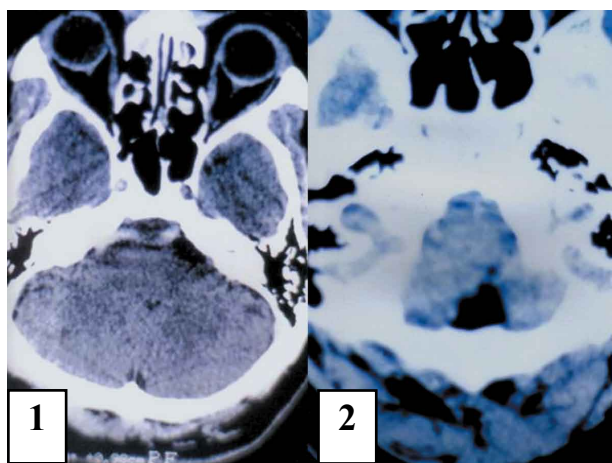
Tomografía computada preoperatoria sin contraste, mostrando aterosclerosis en la arteria vertebral izquierda.
